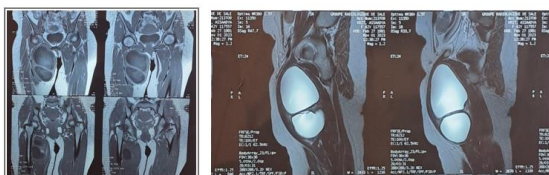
MRI. Coronal and sagittal view in T1 and T2: well-defined lesion, located in the medial compartment of the thigh.
